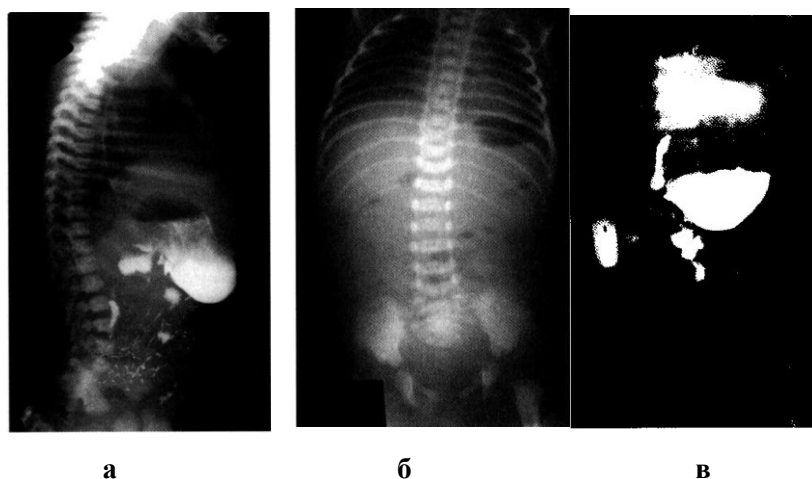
Незавершённый поворот кишечника. Заворот. *а*-обзорная рентгенограмма. Затемнение брюшной полости. Уровень жидкости в желудке, *в* - рентгеноконтрастное исследование через 40 мин. Видны заполненные контрастным веществом желудок и начальный отдел двенадцатиперстной кишки, а также скудно заполненные контрастным веществом порочно расположенные справа петли начального отдела тощей кишки. Прямая проекция, *б* -боковая проекция.
